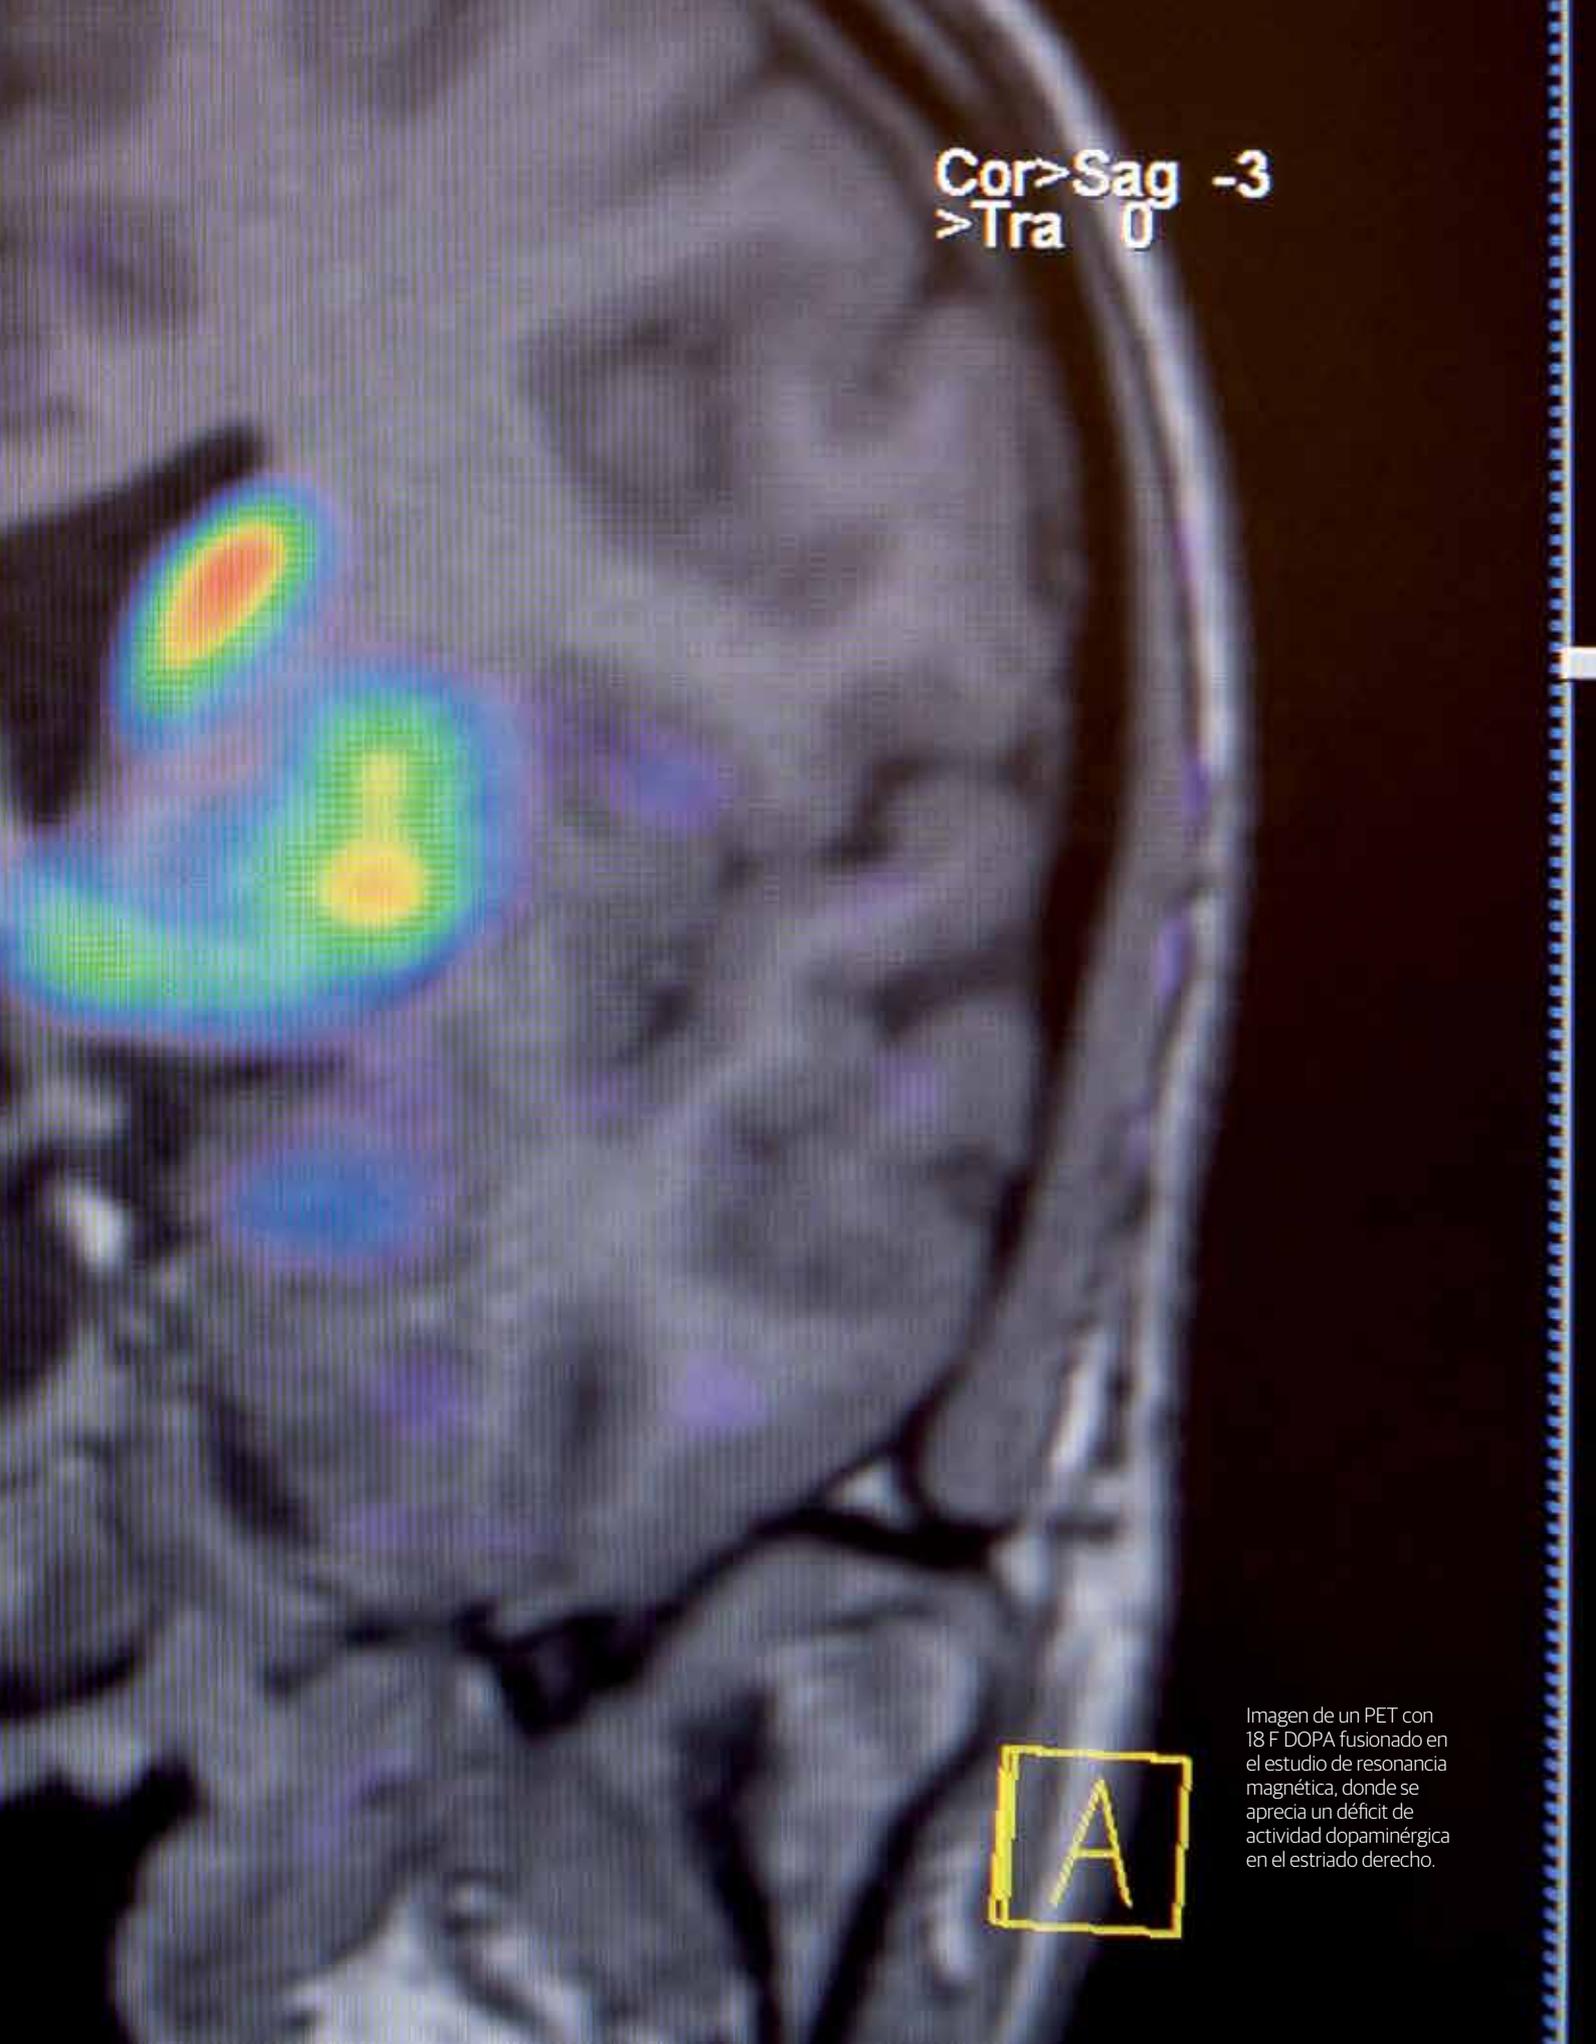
Imagen de un PET con  $^{18}\text{F}$  DOPA fusionado en el estudio de resonancia magnética, donde se aprecia un déficit de actividad dopaminérgica en el estriado derecho.
